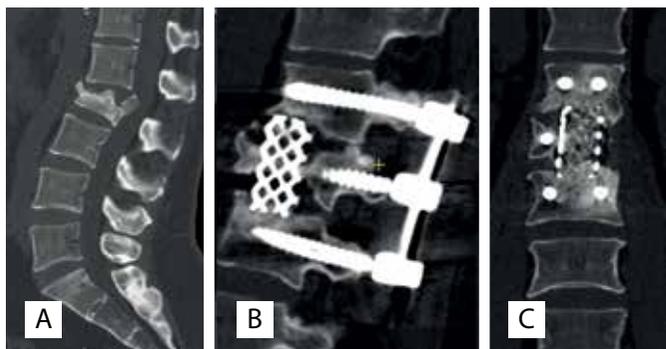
Реконструкция передней колонны и промежуточная фиксация при переломе типа B2: А – предоперационные КТ; В, С – КТ через 12 мес. после операции
